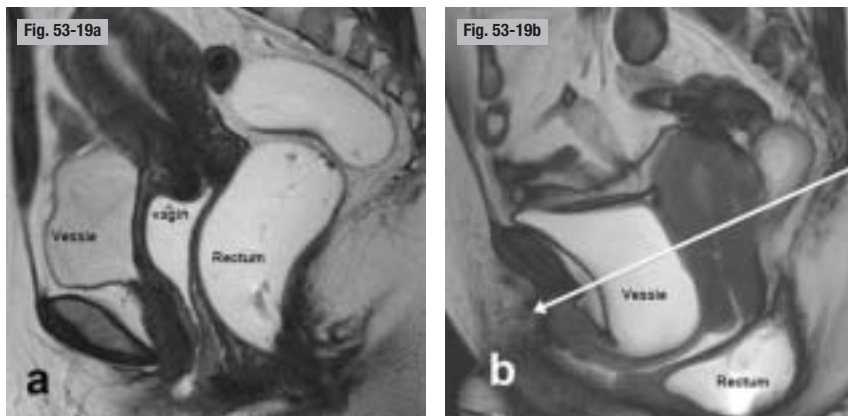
Syndrome du périnée descendant. IRM pelvienne statique et dynamique. a) Au repos. b) En poussée. Affaissement des muscles du plancher pelvien responsable d'une descente excessive des différents compartiments et également à l'origine d'un étirement de l'innervation pelvipérinéale.
